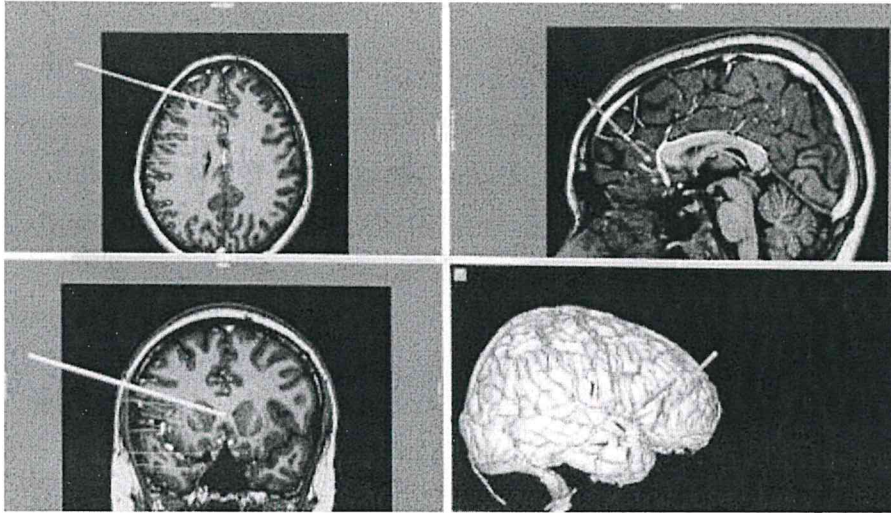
FreeSurfer 完成的 T1 重組、和 CTA fusion (axial/coronal/sagittal view)
